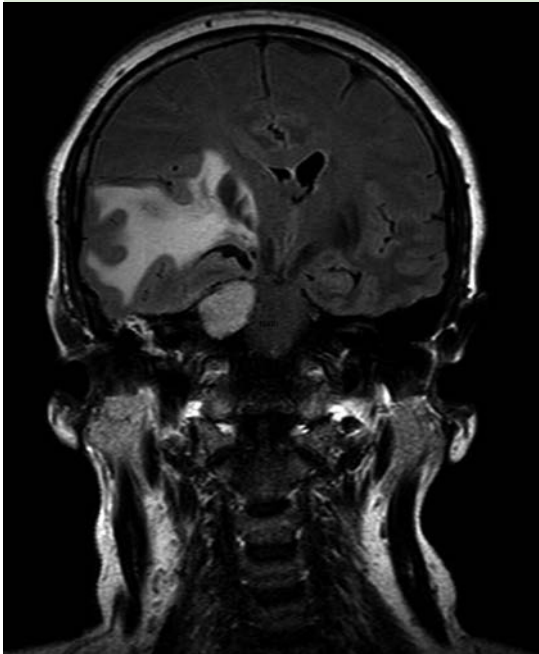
Resonancia magnética en corte coronal. Gran masa lobulada en la fosa craneal media derecha con extensión extracraneal e intenso realce tras la administración de contraste.
